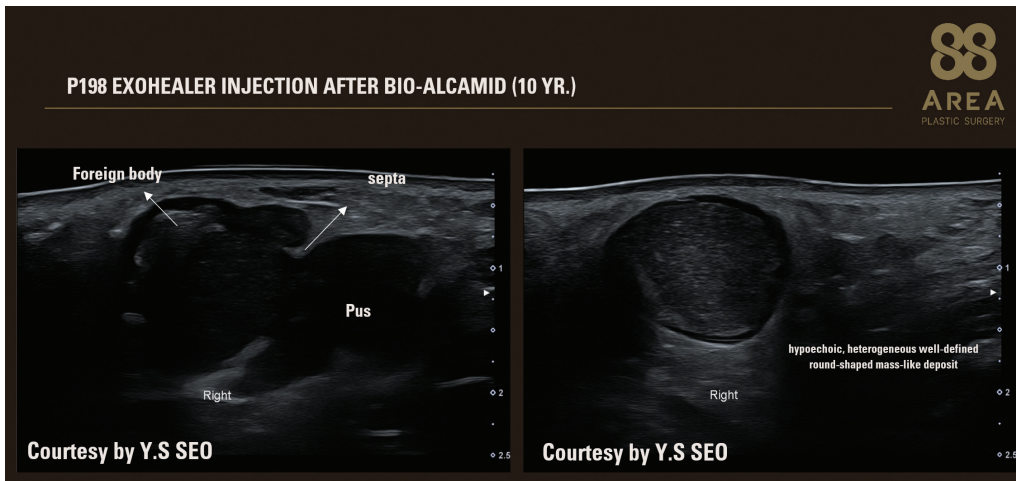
Bio-Alcamid 필러 시술 후 P198 exohealer™ 주입 환자의 초정밀초음파영상
